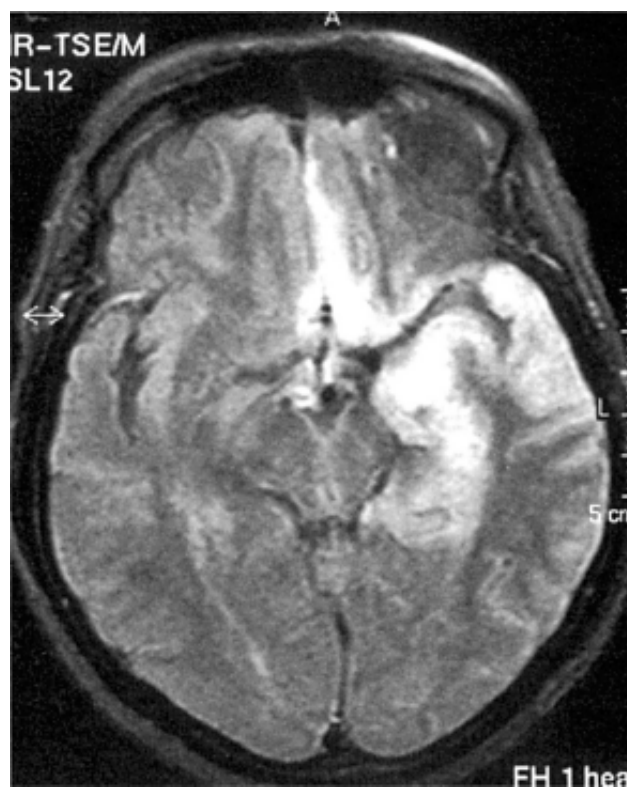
Encefalite herpética. Ressonância magnética (RM) mostrando lesões hiperintensas nos lobos frontal e temporal direitos, particularmente nas áreas mesiais.
